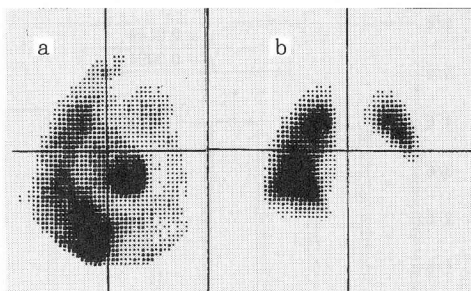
a: Tl-201 scintigram showing slight or moderate uptake of Tl-201 in the both lungs and obvious pericardial halo, b: Perfusion lung scintigram showing perfusion decrease in the right middle and left lower lung fields
